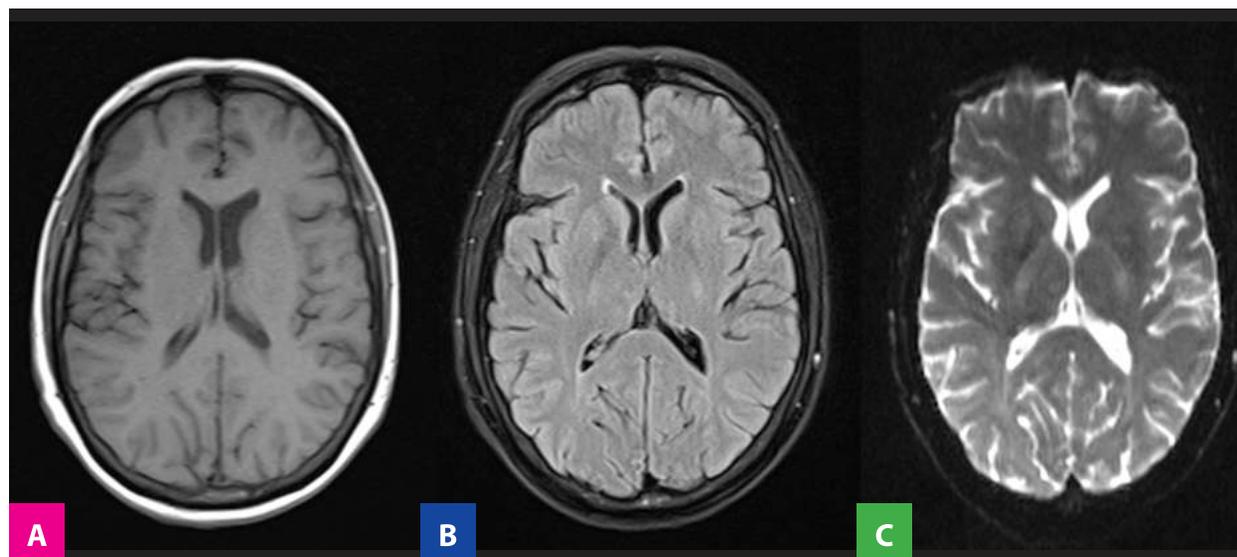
RM cerebral. Axial T1 (A), FLAIR (B) y Difusión (C), mostrando ausencia de signos sugestivos de accidente cerebrovascular o alguna otra lesión como metástasis.
